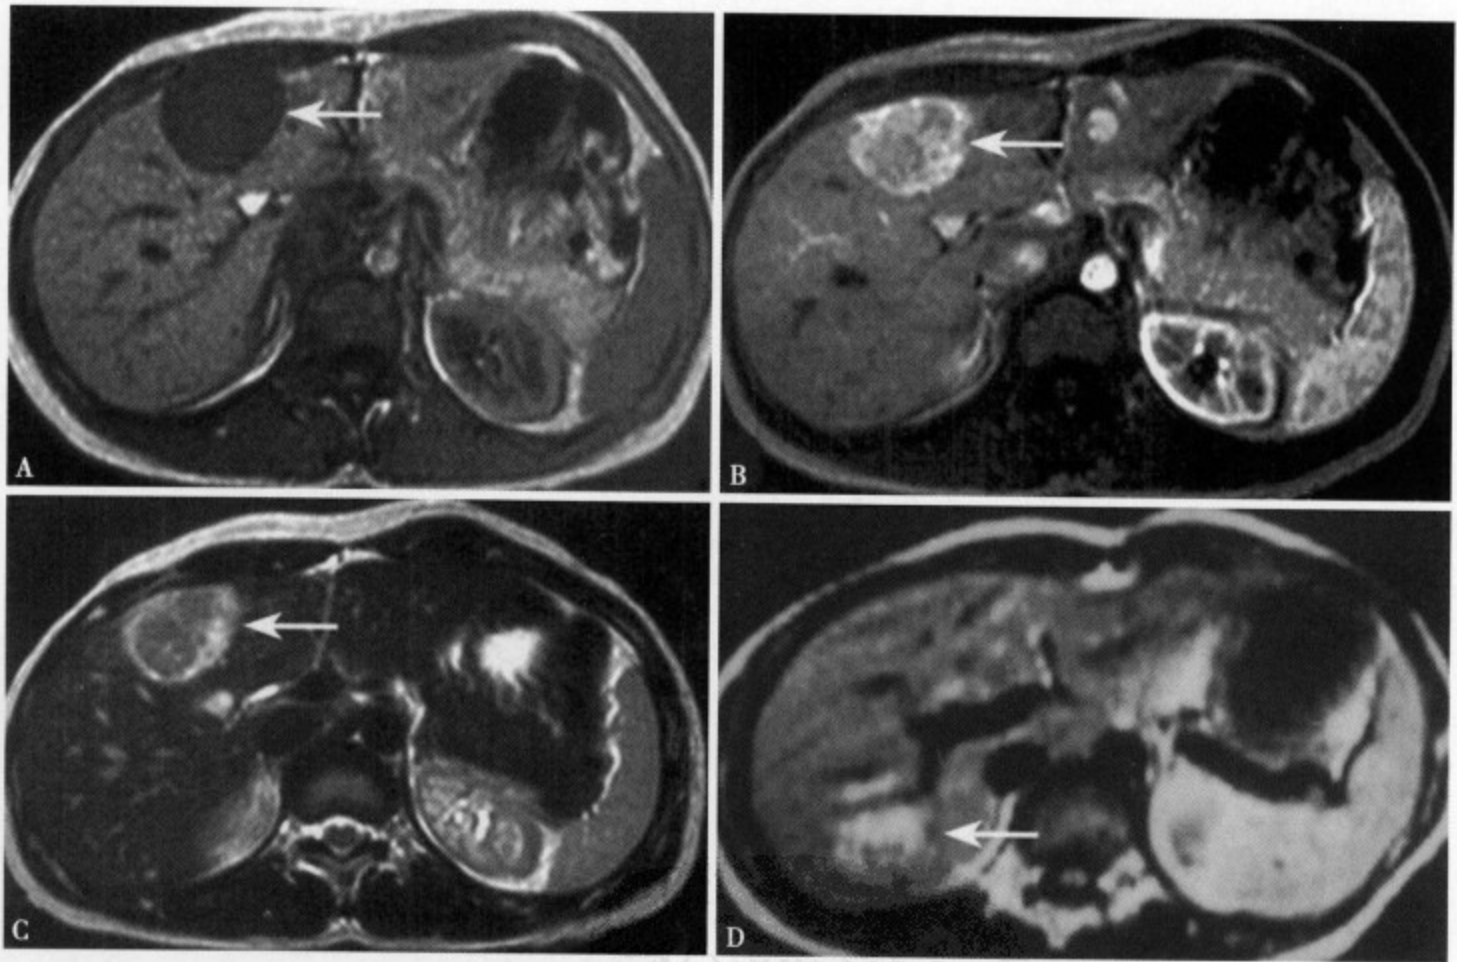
T₁WI (A) 肝左叶内侧段可见一类圆形均匀低信号病灶, 边缘光整清楚; 增强 MRI 动脉期 (B) 病灶呈不均匀强化, 以边缘部强化为明显; 静脉期 (C) 整个病灶仍为不均匀强化, 但信号较动脉期减低; MRI T₂WI (D) 肝右叶后段直径约 3cm 的类圆形混杂信号肿块, 边缘大致清楚, 病灶内含大量的脂肪组织呈高信号
